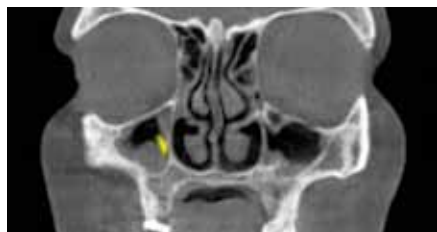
Конусно-лучевая компьютерная томография. Визуализация инородного тела в верхнечелюстной пазухе справа
